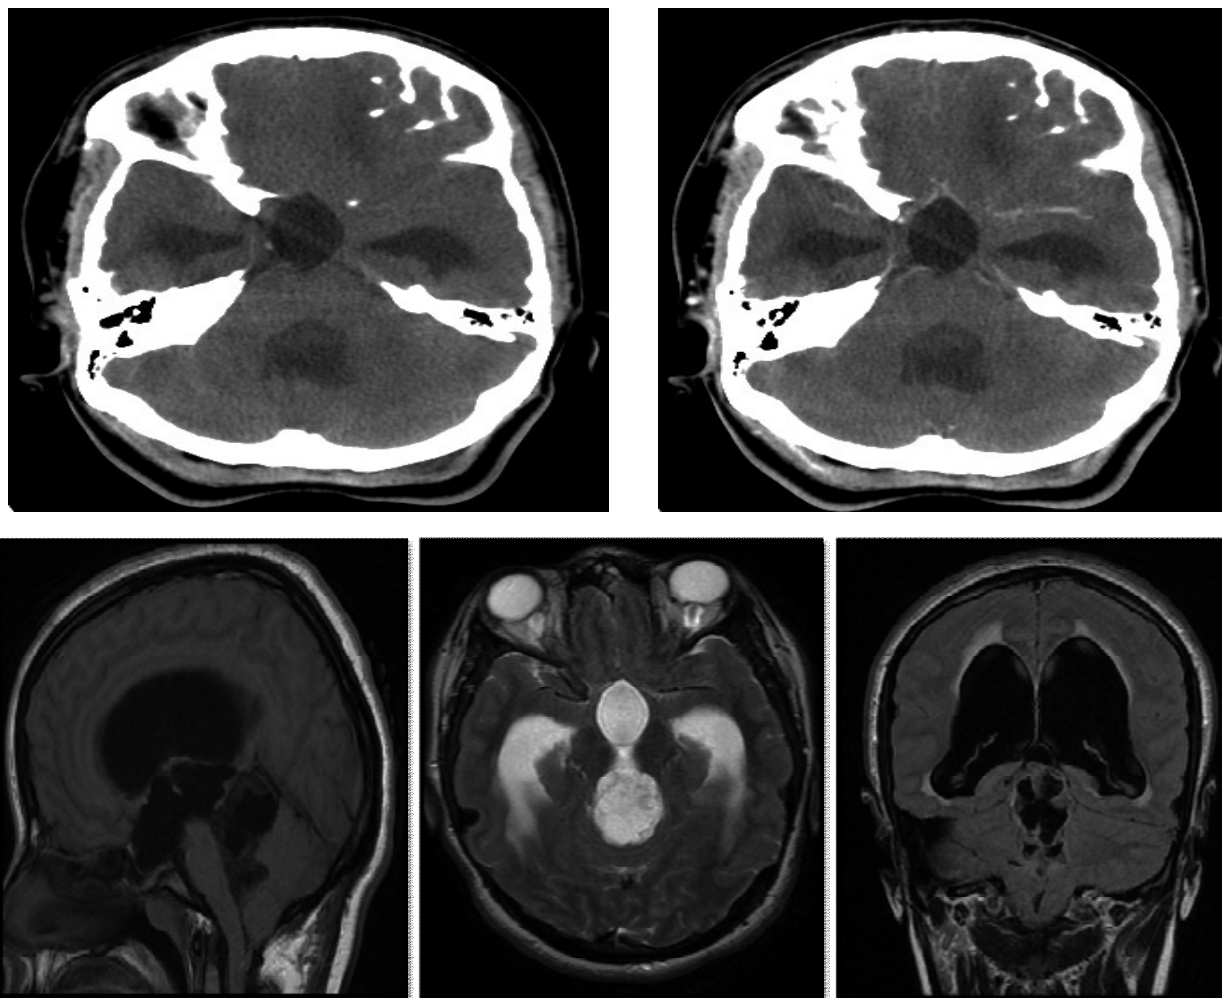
Processus kystique mal limité se développant au niveau du 4^e ventricule. En TDM, il est hypodense homogène, non modifié par le produit de contraste iodé. En IRM, il est hypointense en T1 et FLAIR, hyperintense en T2, hypointense en diffusion. Il est responsable d'une hydrocéphalie et d'un engagement. L'imagerie a évoqué un kyste épidermoïde. En anatomopathologie, il s'agit d'un astrocytome diffus. [Service de radiologie- CHU Hassan II de Fès].
